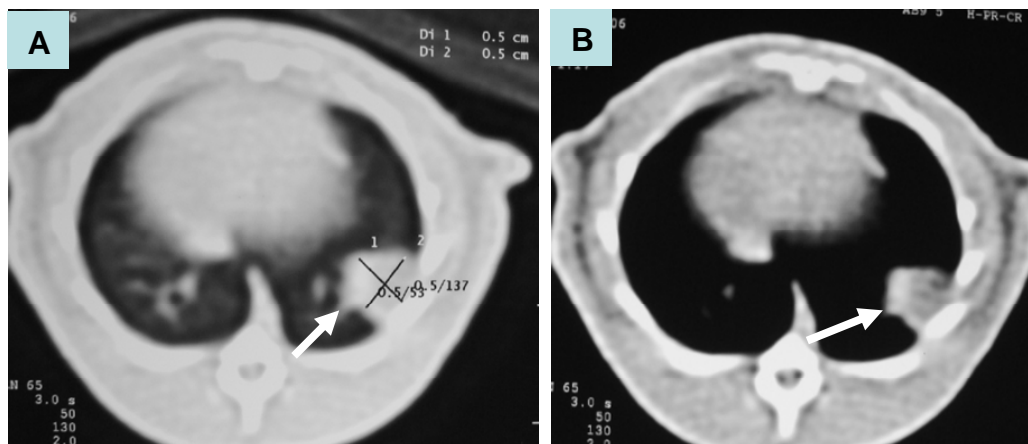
a) Mensuração do tumor (setas) na tomografia computadorizada de alta resolução do tórax, realizada no 5^o dia do implante tumoral, usando-se a janela de pulmão; b) janela de mediastino.
